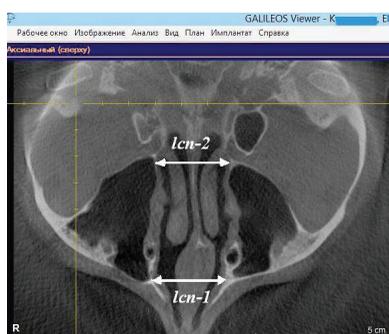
Ширина полости носа у переднего (l_{cn-1}) и заднего краёв (l_{cn-2}) верхнечелюстных пазух — параметры решётчатой кости, определяемые в горизонтальном сечении (аксиальный реформат) в окне «MPR/Радиология» программы обработки конусно-лучевой компьютерной томографии. Перекрестье в окне «Панорама» фокусировалось в точке *ta*
